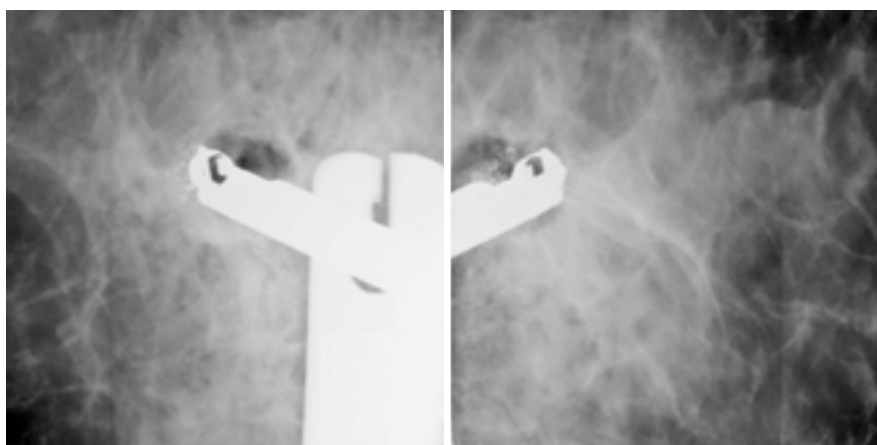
Забор материала. Участок МЖ пониженной рентгенологической плотности около иглы — после ВАБ
